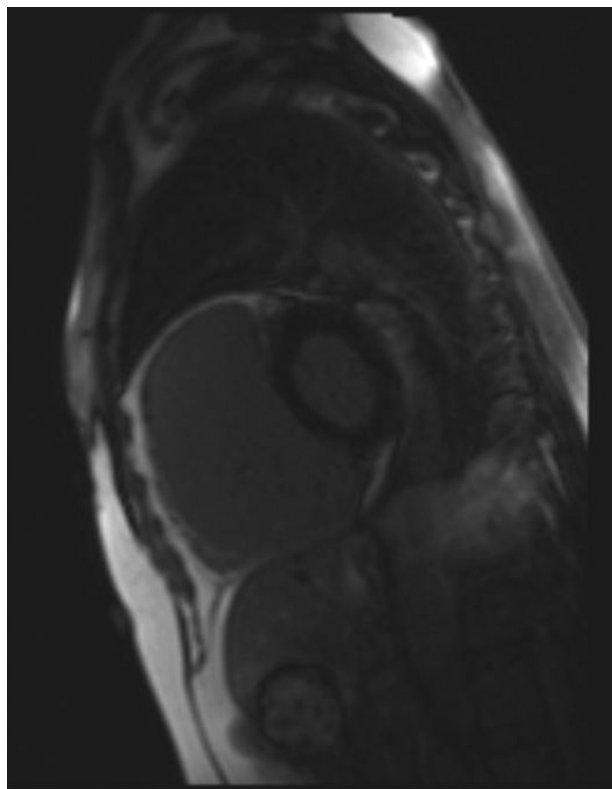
Rezonans magnetyczny, obraz w osi długiej w przekroju poprzecznym, sekwencja b-SSFP cine w fazie końcoworozkurczowej; „objaw akordeonowy” widoczny w części podstawnej ściany wolnej prawej komory
